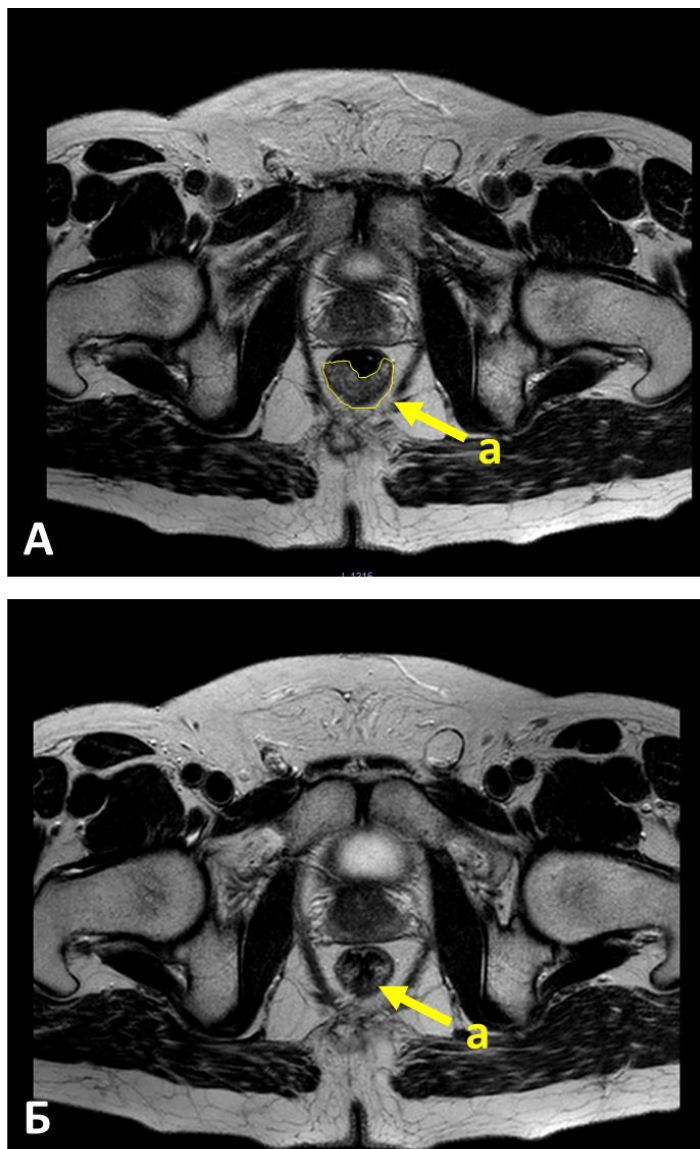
МРТ малого таза больного 42 лет с диагнозом рак прямой кишки на 6 см от края ануса: А (первичное исследование) – опухоль (а) определяется в виде утолщения стенок нижнеампулярного отдела прямой кишки с 3 – до 10 ч по условному циферблату, дистальный полюс определяется на 58 мм от анального края и на 13 мм от верхнего края пуборектальной петли, опухоль прорастает все слои кишечной стенки с инвазией в мезоректальную клетчатку на глубину до 3 мм без вовлечения латерального края резекции. Измененные мезоректальные и экстрафасциальные лимфоузлы не определяются. МР-стадия Т3bN0 CRM-; Б (контрольное исследование, 2 неделя после завершения ГНТ и 12 неделя после завершения лучевой терапии) – остаточная опухоль (а) на фоне выраженных фиброзных изменений не визуализируется, TRG1 (полный регресс)
